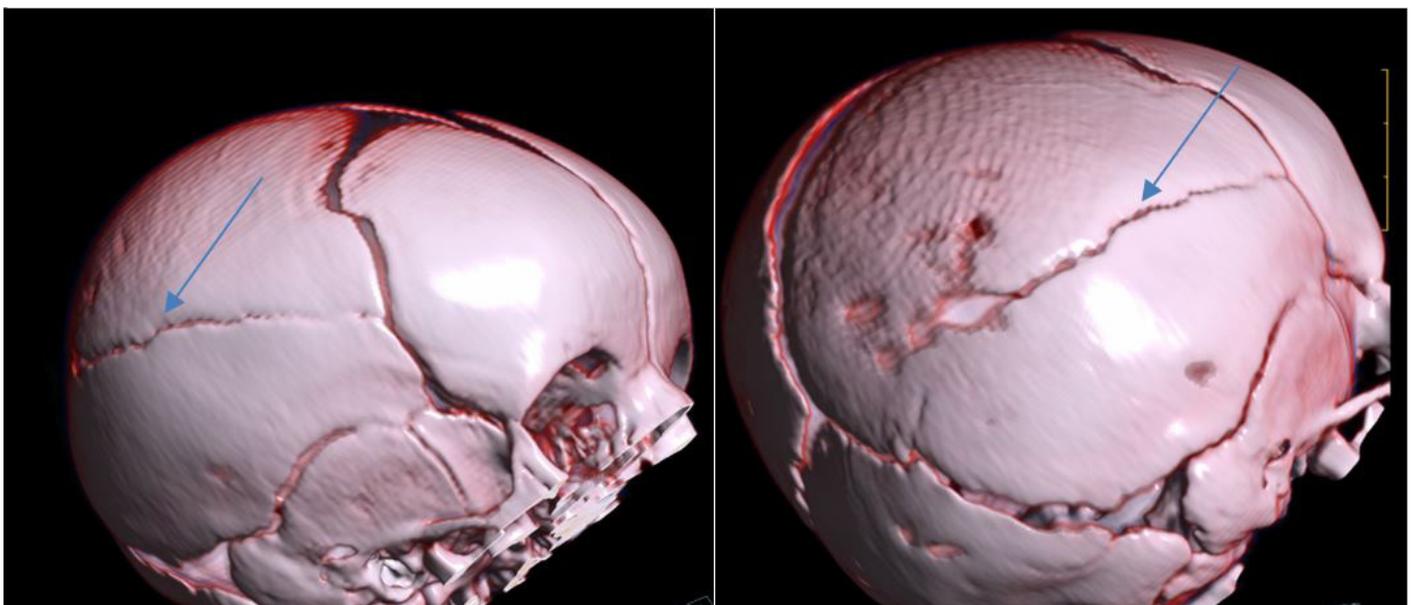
Reconstrucción TAC craneal.
